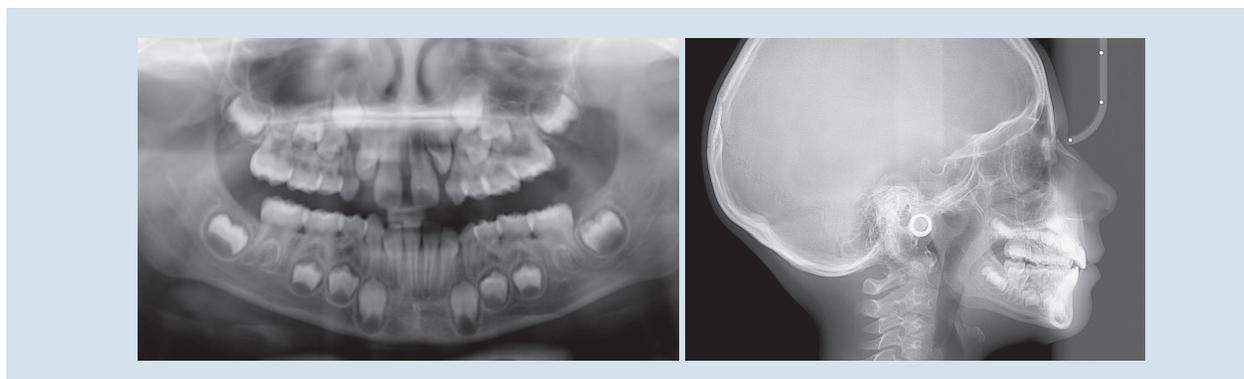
OPT et téléradiographie du crâne de profil avant traitement
